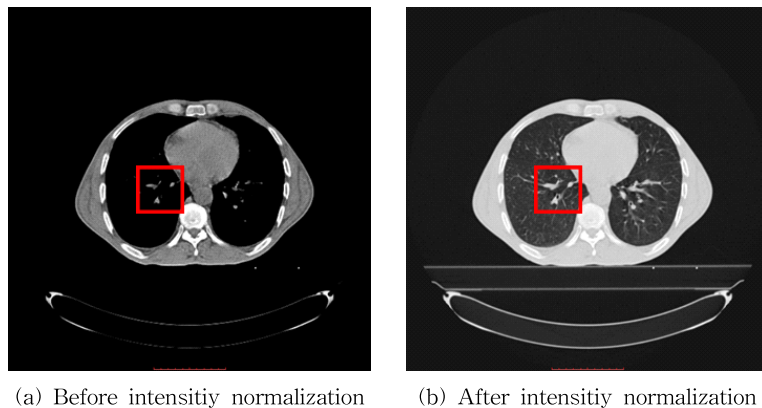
Example of intensity normalization for chest CT images of NSCLC patients.
